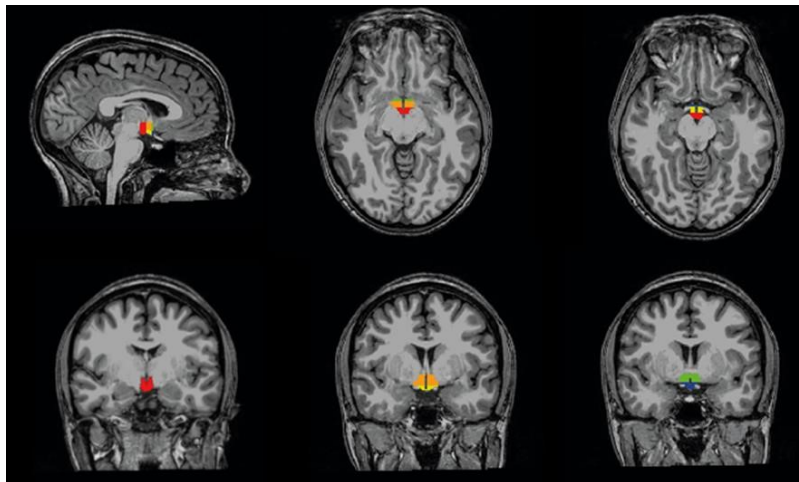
Resonancia magnética que refleja la delimitación de regiones específicas del hipotálamo. (15)
